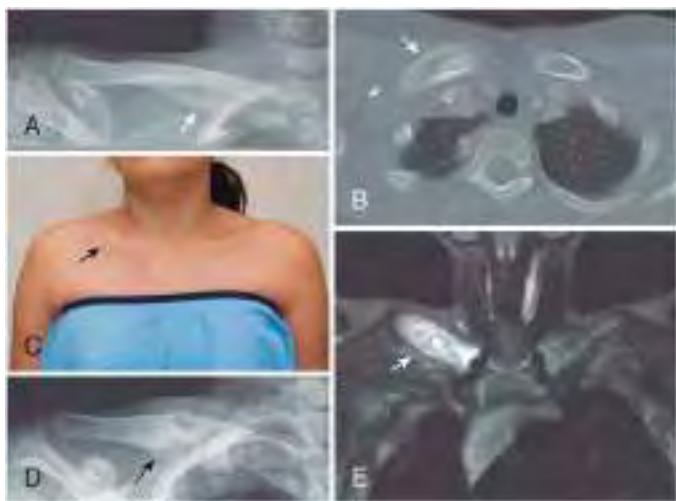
Afectación clavicular en osteomielitis crónica recurrente multifocal. Mujer adolescente con afectación clavicular unilateral. A, La radiografía simple de la clavícula derecha en la presentación revela un ensanchamiento de los dos tercios mediales, con reacción periótica asociada. B, La TC correspondiente de la clavícula derecha demuestra la expansión de la clavícula medial con áreas de esclerosis aumentada acompañadas de una reacción periótica circundante (flecha). C, Brote de la enfermedad 18 meses después que muestra un mayor agrandamiento clavicular (foto clínica). D, La radiografía simple de la clavícula derecha en ese momento muestra un marcado intervalo de esclerosis y engrosamiento. E, La RM al mismo tiempo muestra una mayor intensidad de señal en las imágenes potenciadas con contraste en T1 con supresión de grasa de la clavícula medial derecha, compatibles con la inflamación continua. (Imagenes por cortesía de Dr. Paul Babyn, University of Saskatchewan and Saskatchewan Health Authority, Saskatchewan, Canada.)
